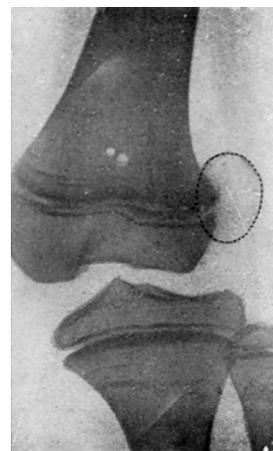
Radiografía anteroposterior. La rótula luxada se ha rodeado de puntos para la mejor visualización.
